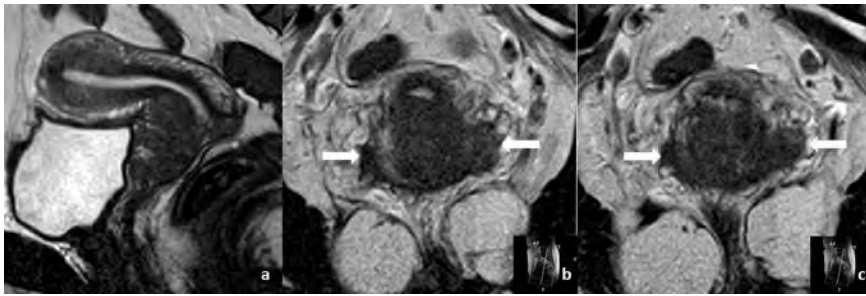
Mulher de 39 anos com carcinoma do colo do útero. A RM de estadiamento, em plano sagital ponderado em T2 revela tumor do colo exofítico, com 3,5cm de maior diâmetro e crescimento para o fundo de saco vaginal anterior. O plano axial oblíquo não foi adquirido em plano perpendicular estrito ao eixo do colo, dificultando a avaliação da invasão parametrial. As imagens ponderadas em T2 obtidas nesse plano (b) e (c) mostram o crescimento tumoral nos fundos de saco vaginais, que se confunde com invasão parametrial (setas), podendo levar ao sobre-estadiamento da doença (atribuição do estágio IIB em vez de IIA1).
